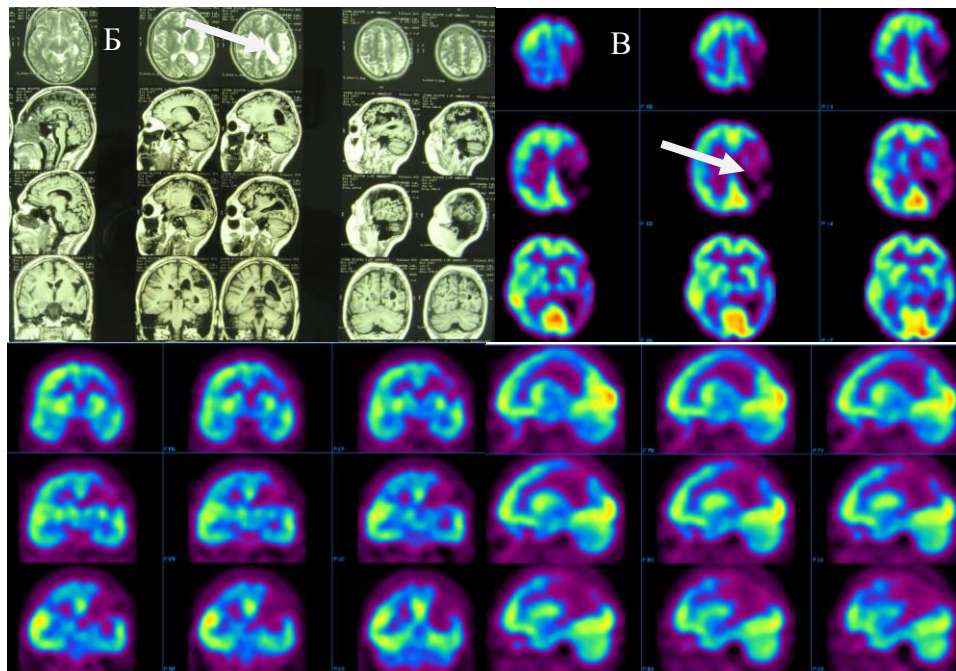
(Б,В) – МРТ головного мозга (Б) и ПЭТ с 18-ФДГ (В). Больная Ч., 14 лет. Ист. б. №1110-09. Кистозно-атрофические изменения преимущественно центрально-теменной и затылочной области. Зоны а- и гипометаболизма, соответственно структурным изменениям.
